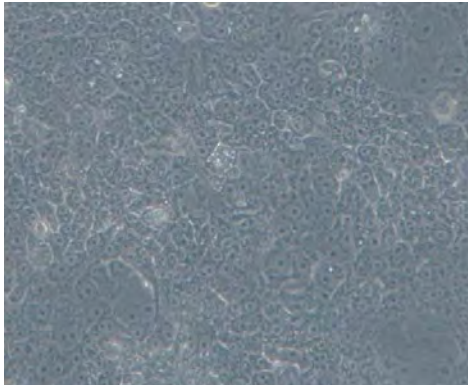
A) Anzucht von USUV (Organantrieb von Amsel); deutlich sichtbare Schädigung der Vero-Zellkultur 3 Tage post infection
